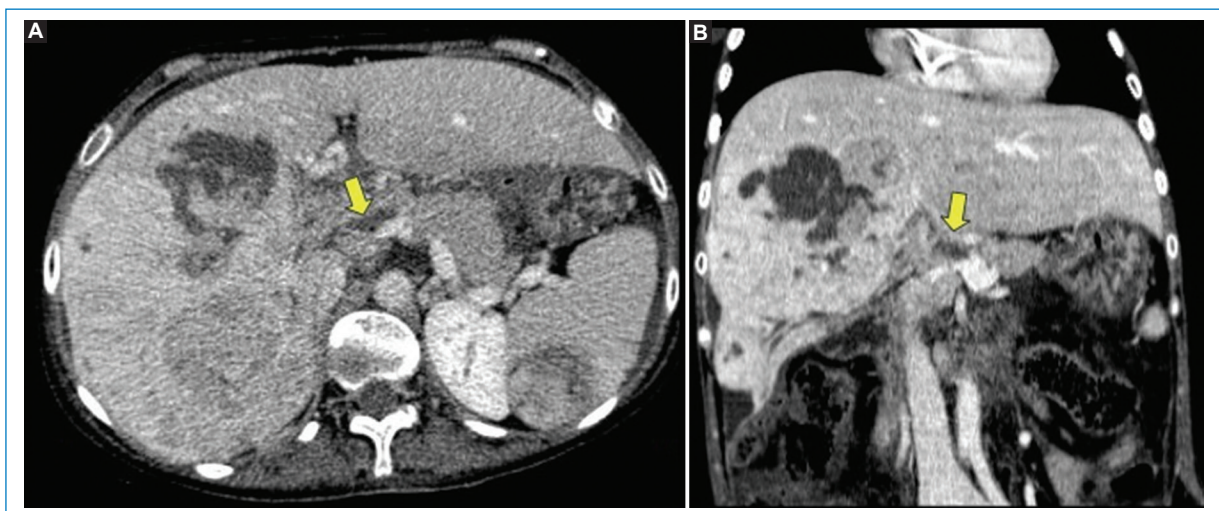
TC de abdomen y pelvis en tiempo venoso. A: plano axial. B: plano coronal. Se visualiza en vena porta defecto de relleno hipodenso (flecha amarilla), en relación con trombo portal.
